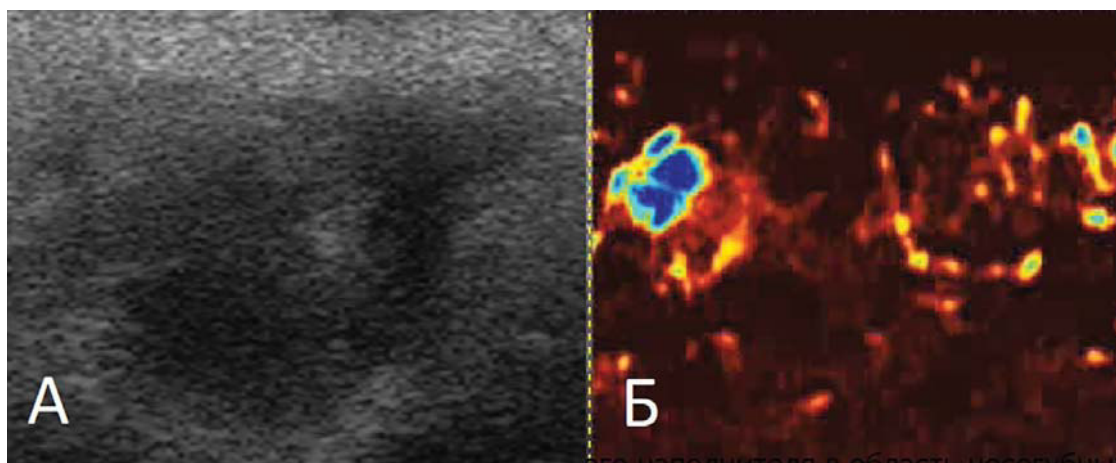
На эхотомограмме (А) представлен давно установленный филлер кожи лица. С помощью технологии оценки микрокровотока MicroV (Б) была выявлена мощная сосудистая сеть, которая проросла практически весь филлер.
